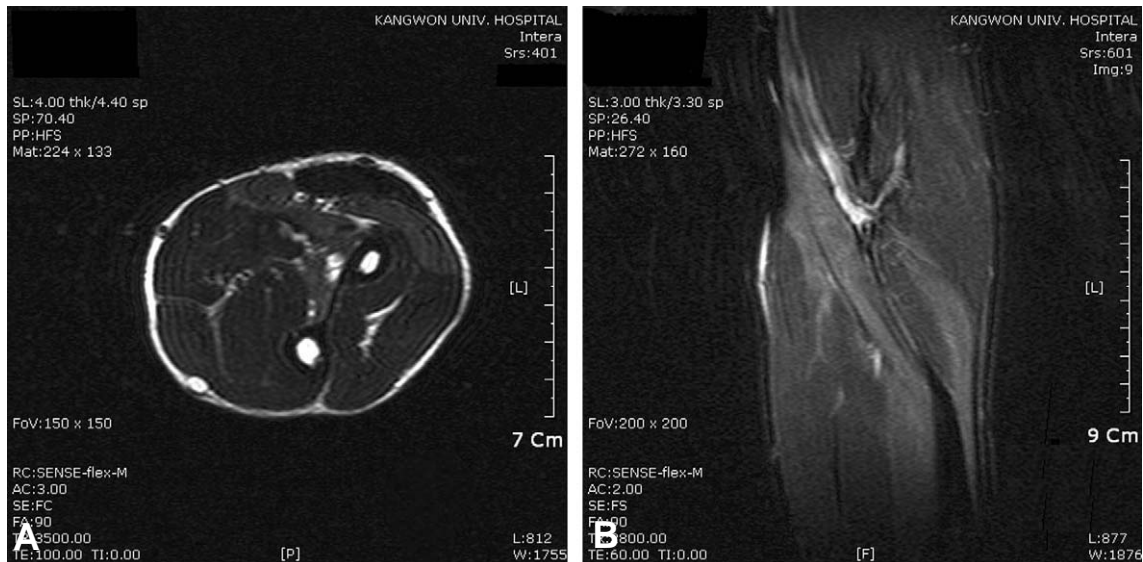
Axial T2-weighted image (A) and coronal fat suppression T2-weight image (B). The MRI was seen intermediate signal intensity on extensor carpi radialis, pronator teres and flexor carpi radialis. But there is no entrapment mechanical structure of anterior interosseous nerve.
